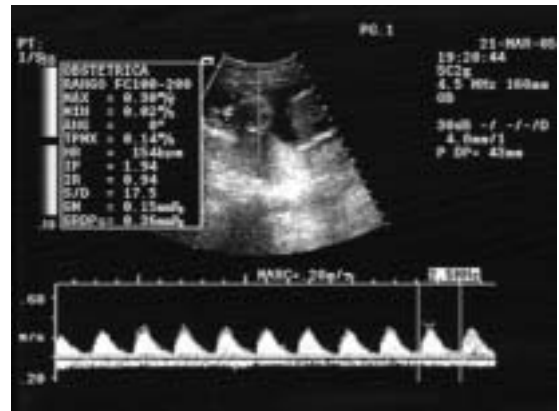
Doppler de arteria umbilical de gemelar B en semana 19 con IP 1,94.
